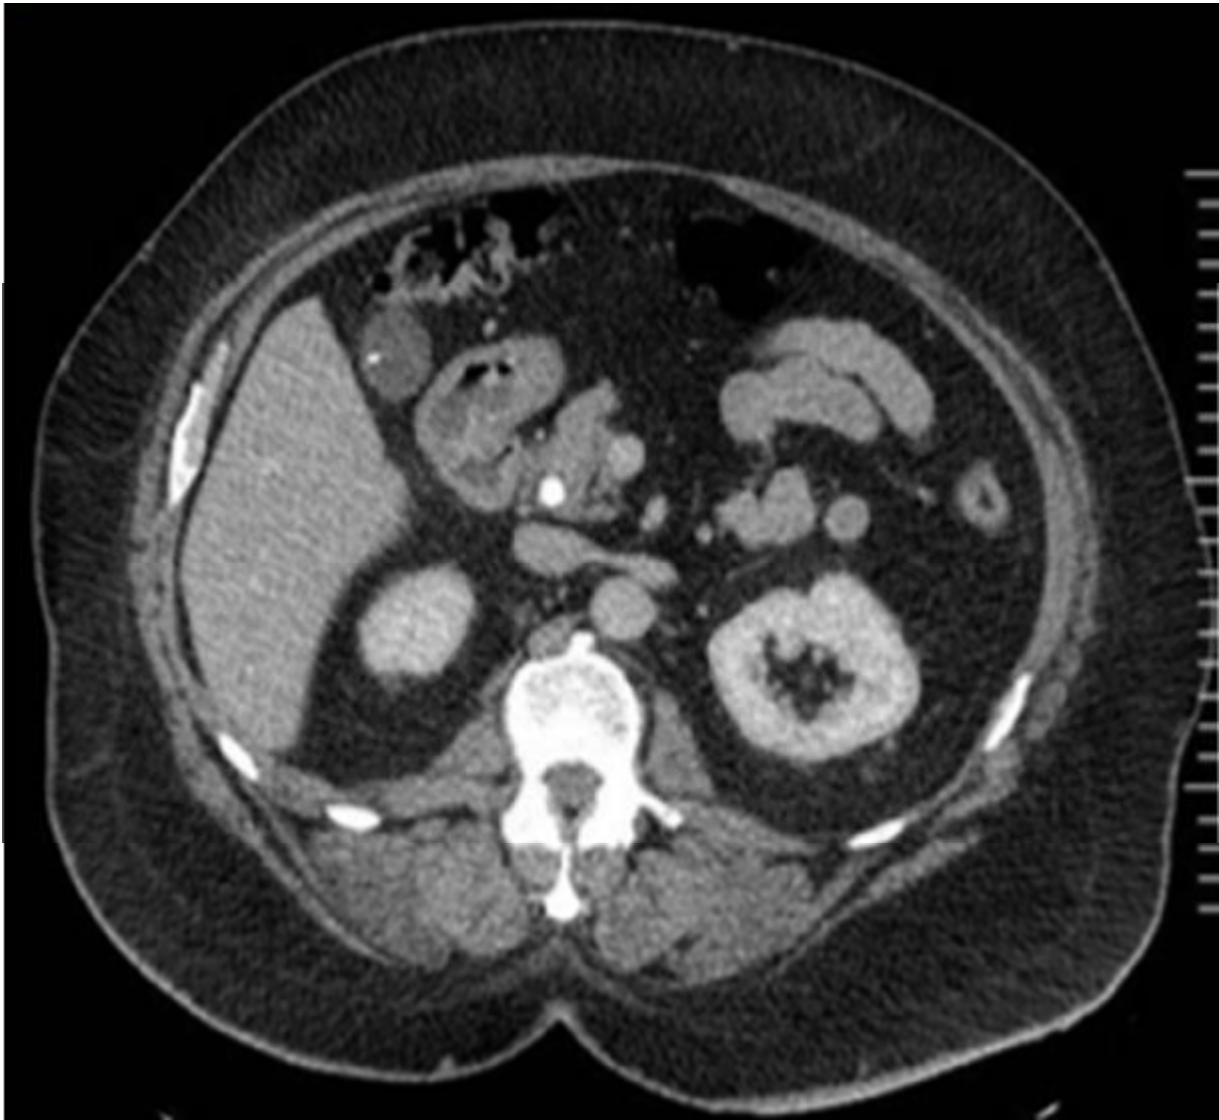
Lithiase vésiculaire à la TDM
